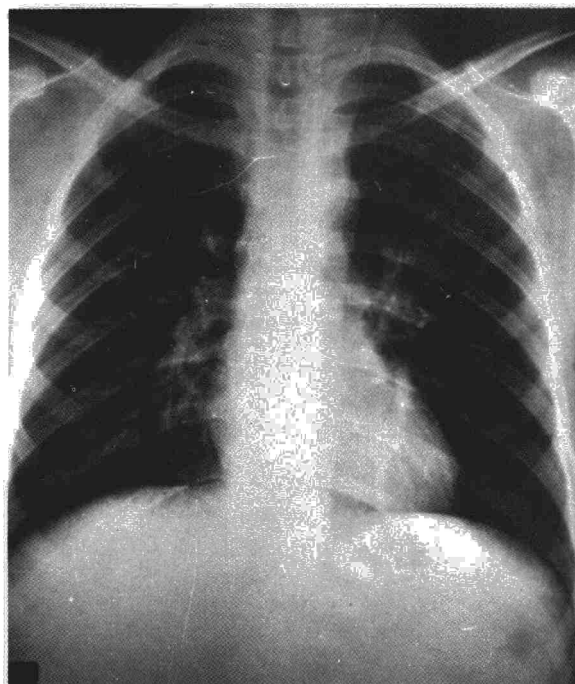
Radiografía PA de tórax, obtenida al 7.º día de la intervención.
